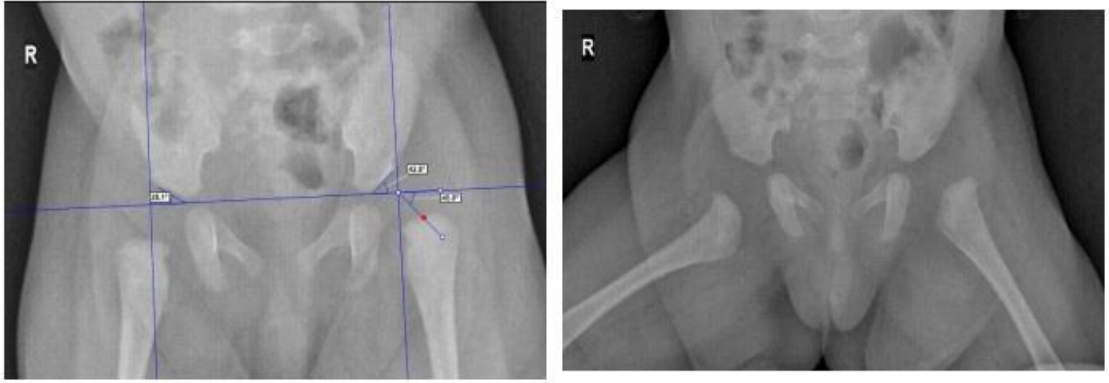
VAKA 1: 2 yıl sonra kontrol grafisi
